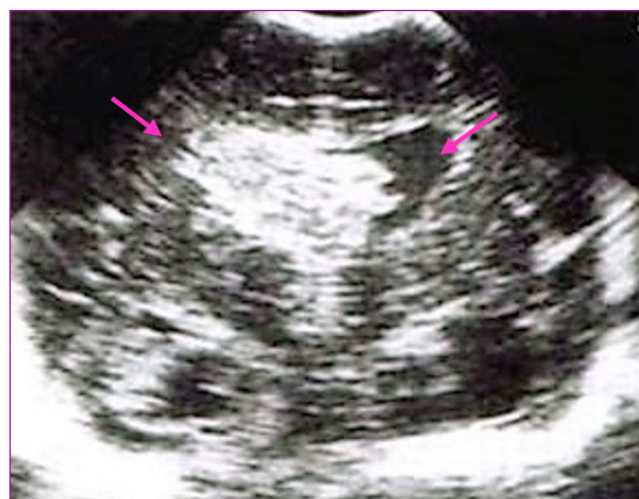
Ecografía con el corte coronal. Hemorragia intraventricular con extensión parenquimatosa (gran imagen hiperecoica, flecha izquierda) con dilatación ventricular (flecha derecha). HIV de grado IV.
